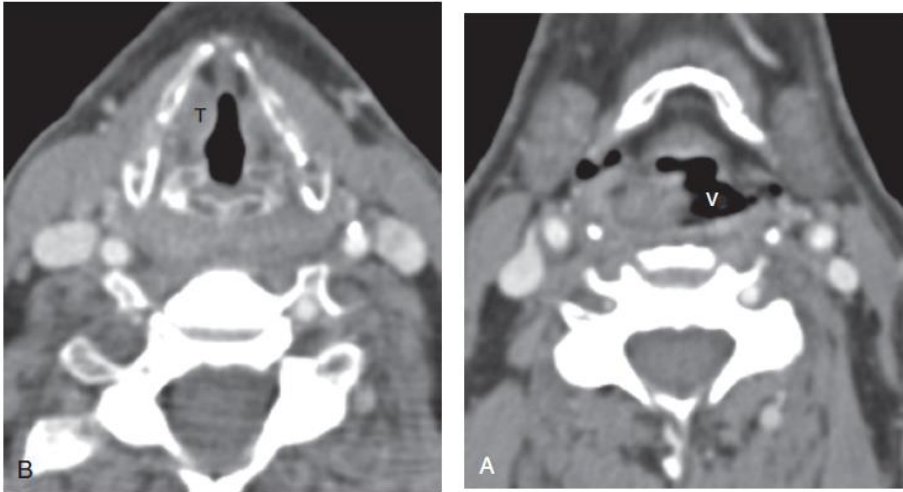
Transglottic piriform sinus carcinoma on computed tomography. A, A large tumor is seen arising in the right piriform sinus and displacing the laryngeal vestibule (V) to the left. B, Tumor extends inferiorly to involve the right true vocal cord (T).
